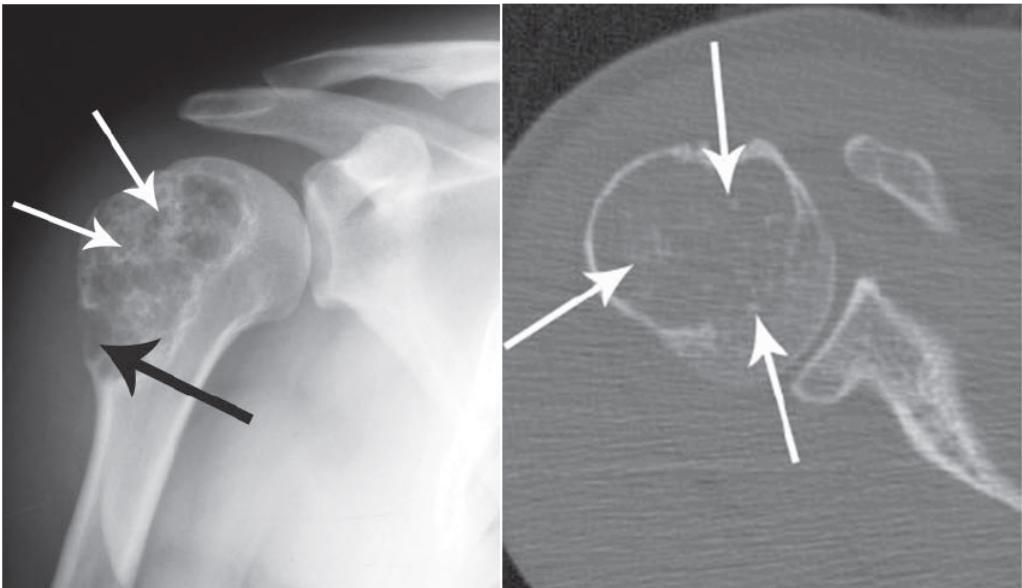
chondrosarcome intramédullaire de l'extrémité humérale supérieure. -a- Radiographie de l'épaule de face montrant une lésion de centre métaphysaire, expansive, mixte lytique et sclérotique. La composante sclérotique est représentée par des calcifications en arc typiques de la matrice cartilagineuse (flèches blanches), cet aspect est associé à un scalloping endosté profond typique du chondrosarcome ; -b- Coupe scanographique axiale en fenêtrage osseux passant par la lésion sus décrite montrant un aspect hypodense de la composante non minéralisée associé à des calcifications chondroïdes (flèches)
